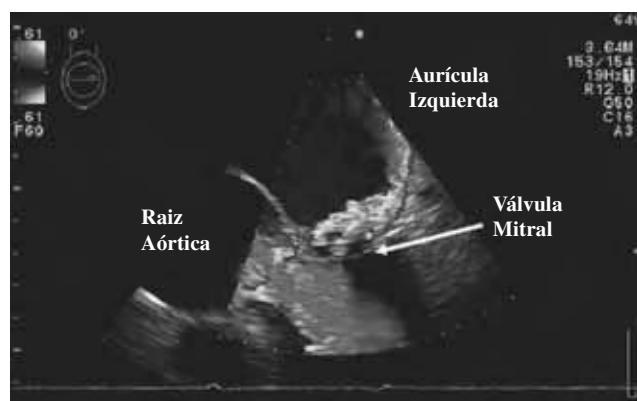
Ecografía Transesofágica.
